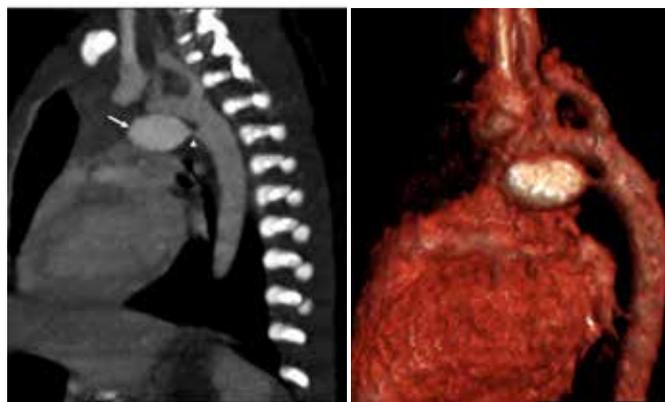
Estudo do ACA através de angiotomografia com reconstrução em 3D.
